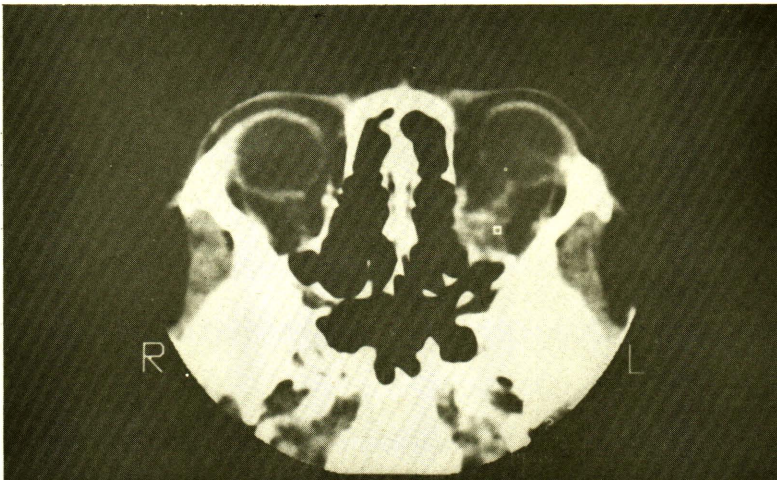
Optic nerve sheath meningioma. Axial CT scan of 14 year-old female with blindness and exophthalmos of the left eye showed enhanced irregular-border isodense mass involving left optic nerve. Expansion of the orbital apex and enlarged optic canal were demonstrated in another plane.
